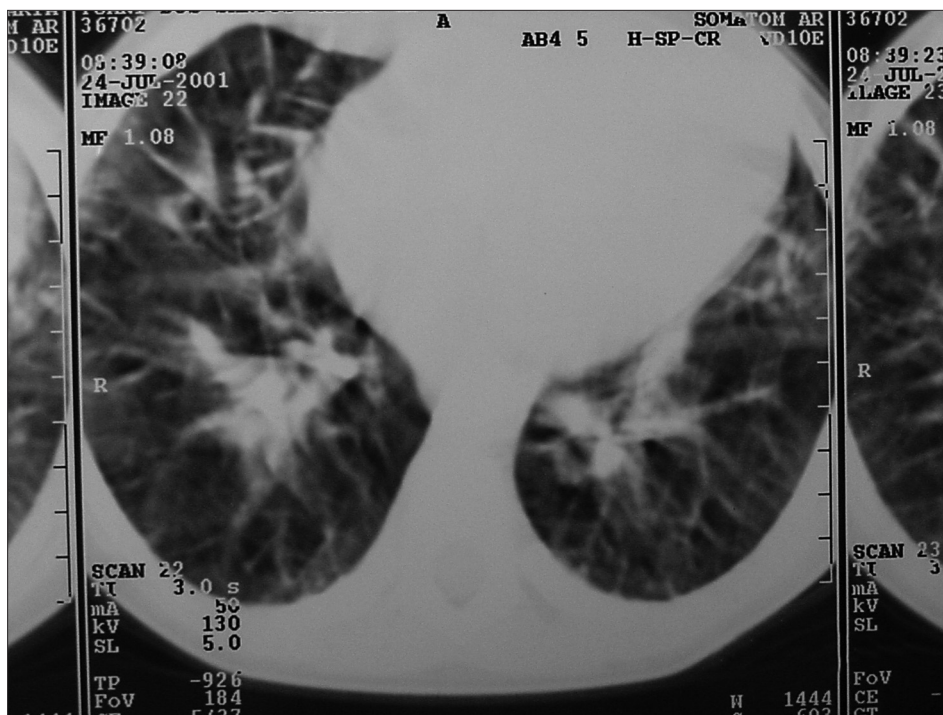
Tomografia computadorizada: espessamento do interstício pulmonar.
